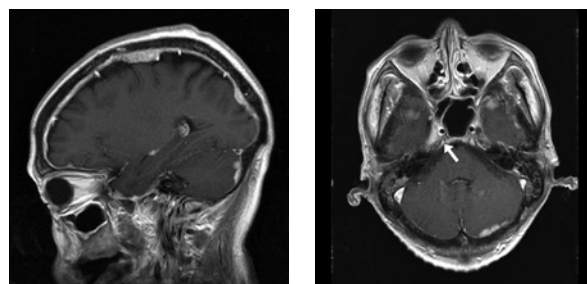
放射線治療後3ヶ月 頭部 MRI Gd 造影 T1強調画像
